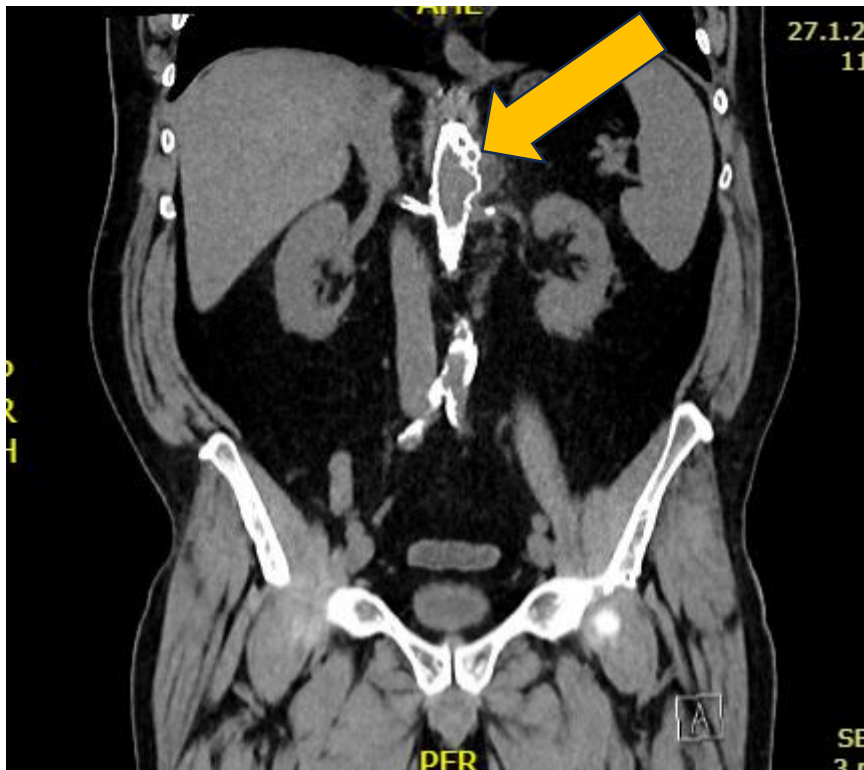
Aksialni prikaz MAAA na CTA abdominalne aorte 3 dni pred posegom (rumena puščica).
